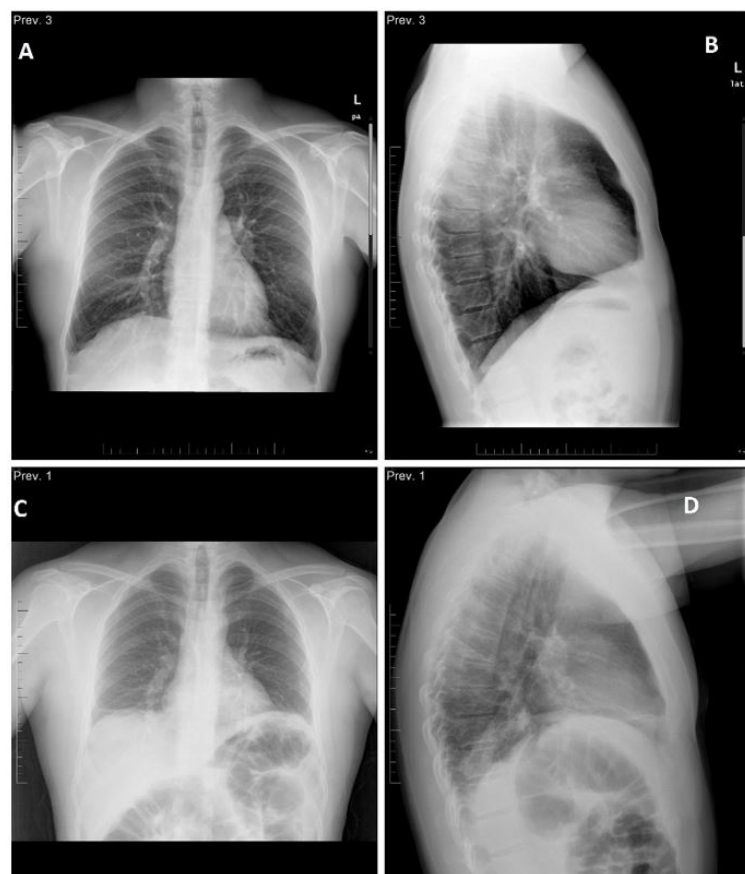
A: Radiografía de tórax posteroanterior del 8/9/2016, B: Radiografía de tórax lateral del 8/9/2016, C: Radiografía de tórax posteroanterior del 14/11/2017, D: Radiografía de tórax lateral del 14/11/2017.
